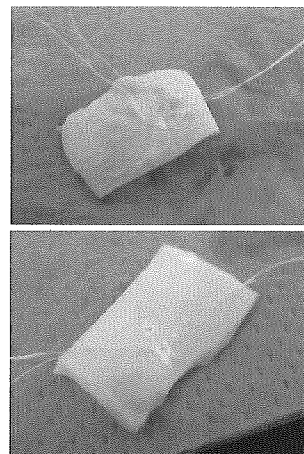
155T-71L X633、レベル5、1秒の超音波振動（上：外壁側、下：内壁側）
